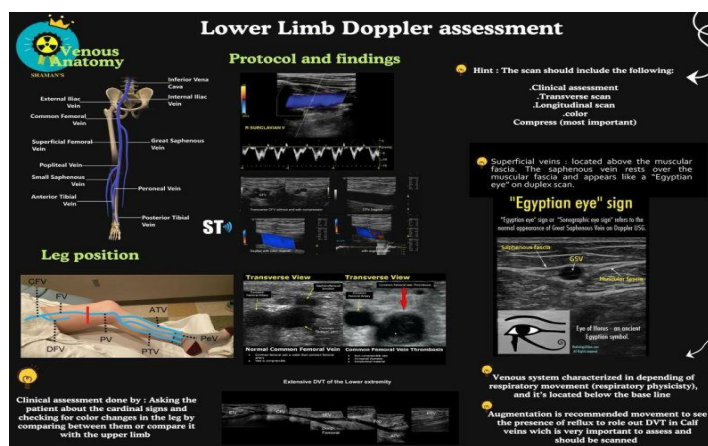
Doppler ultrasound on lower legs (Adapted from Grand Junction vein center)
